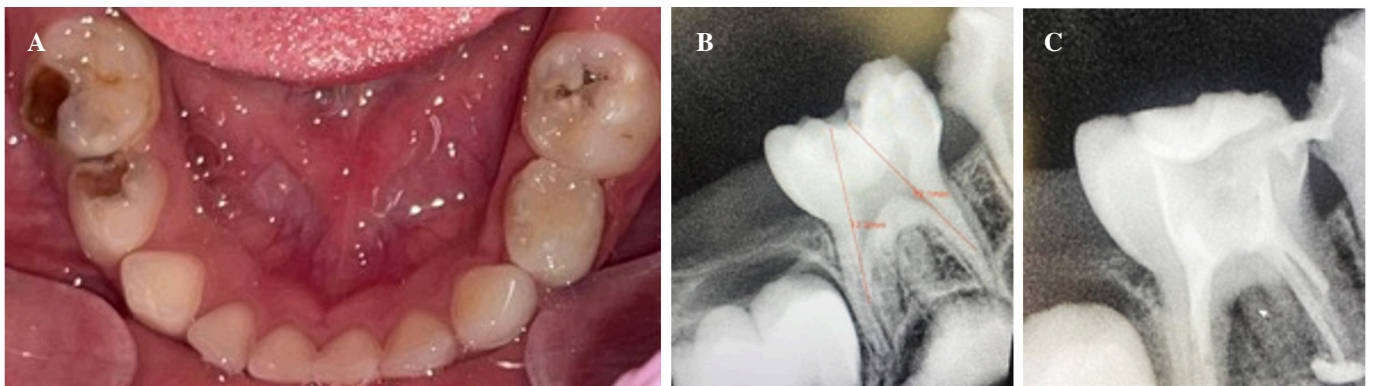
Case report #1. A. Initial intraoral photograph. B. Initial periapical radiograph. C. Immediate control periapical radiograph after first obturation.
